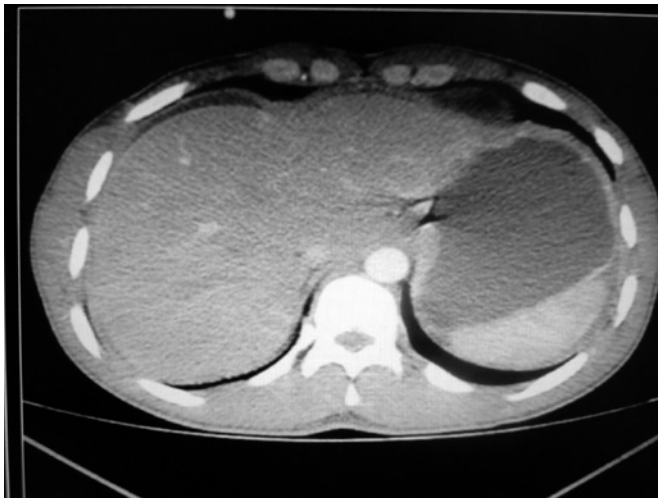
Tomografia computadorizada mostra grande quantidade de líquido livre
